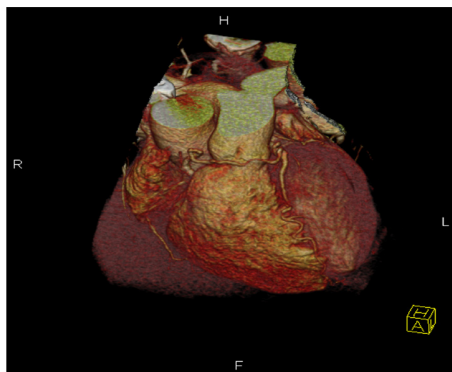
Cardio-CT, linksanteriore Projektion, 3D-Rekonstruktion des "Abgangs" der LCA unterhalb des Bulbus aortae
